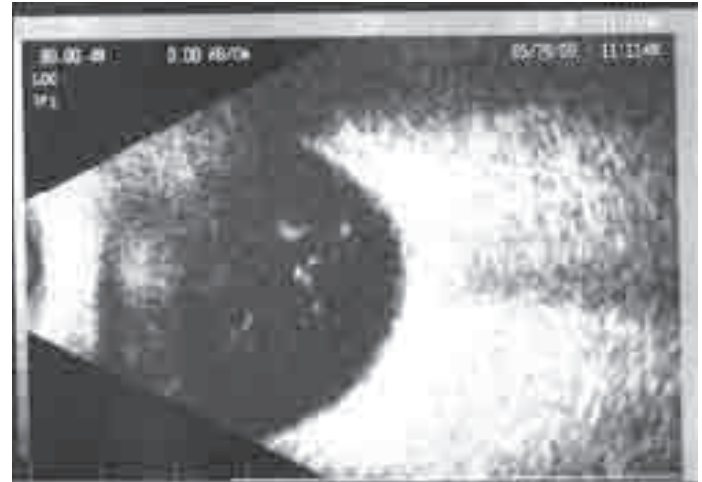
4Б. УЗИ орбит (OS) у пациентки Н., 25 лет
